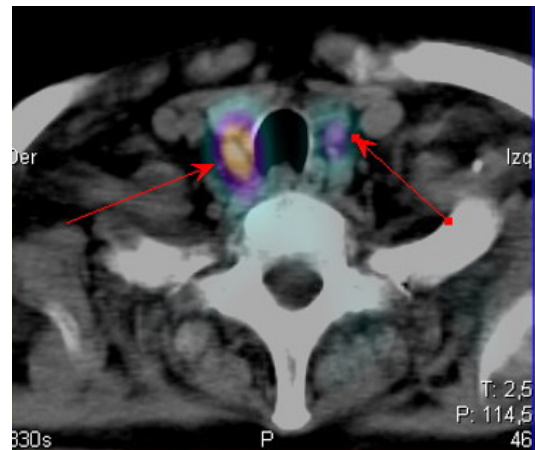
SPECT-CT con MIBI-99mTc. Adenoma múltiple bilateral.
